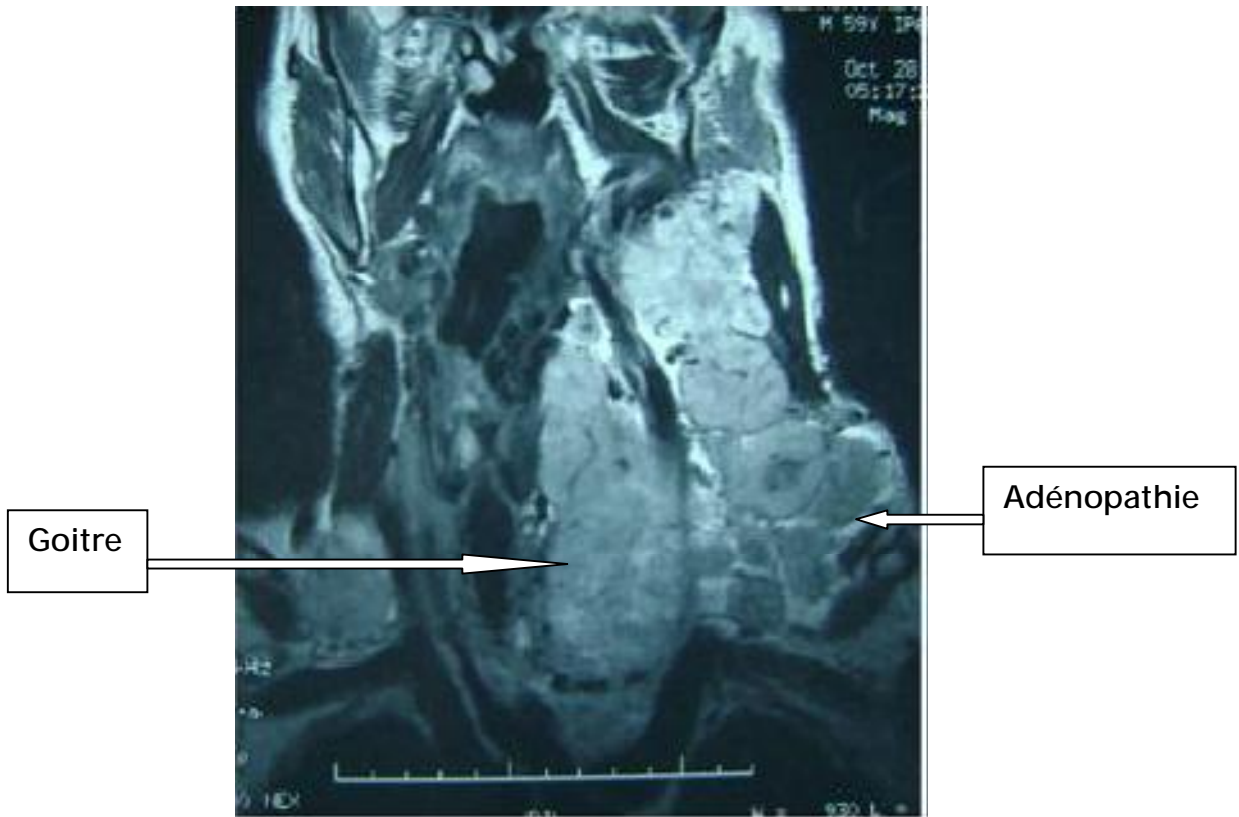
IRM, coupe coronale: goitre plongeant avec multiples adénopathies cervicales.
